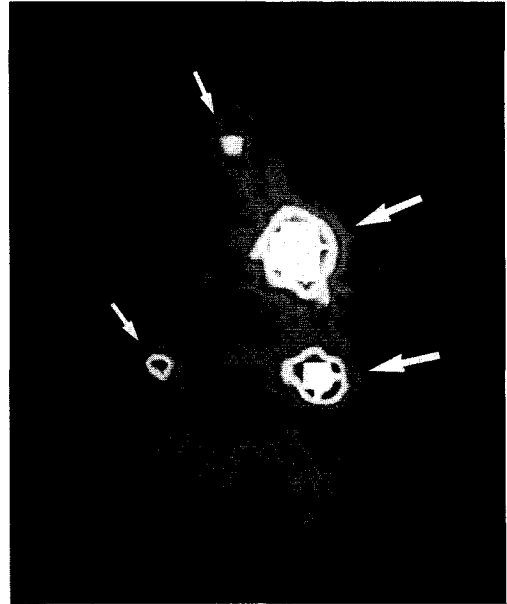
Left lung lymphoscintigraphy 3 weeks after transplantation showed reestablishment of lymphatic nodes.
